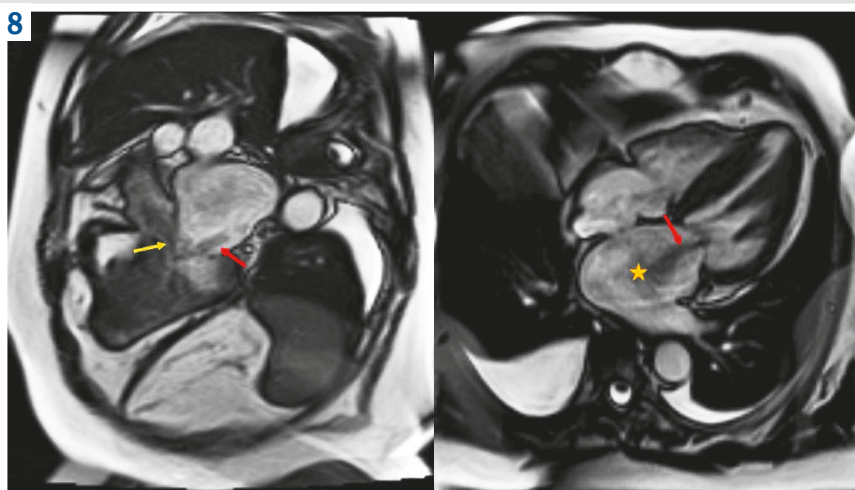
МРТ серця в три- і чотирикамерній проекції в ssfp-cine послідовності. Визначена виражена обструкція ВТ ЛШ (жовта стрілка показує значне передньо-систолічне підтягування (SAM) до міжшлуночкової перетинки та турбулентний хід крові в бік аорти), виражена мітральна недостатність (червона стрілка на обох фото), різка дилатація лівого передсердя (жовта зірочка).
